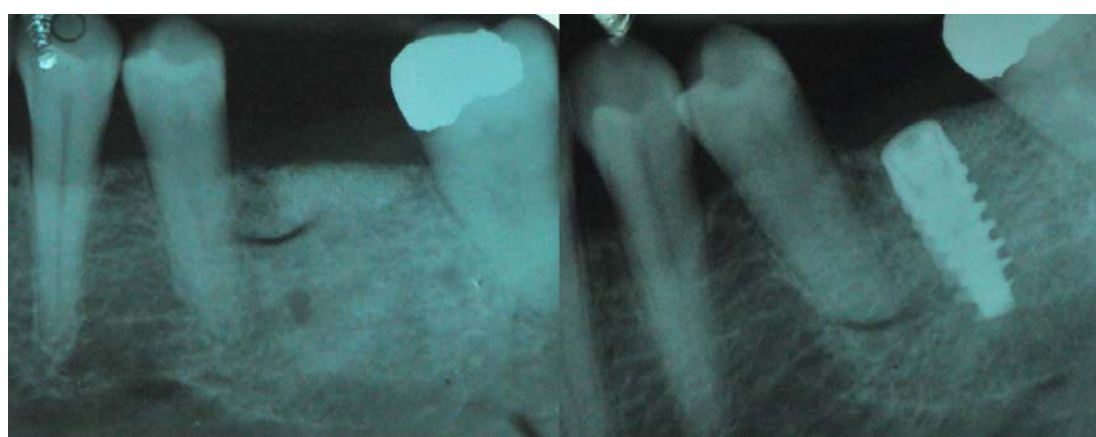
Intra oral radiograph before and after implant placement. Left: intra-oral X-ray after grid removal and healing occurred. Right: fixture installation.
